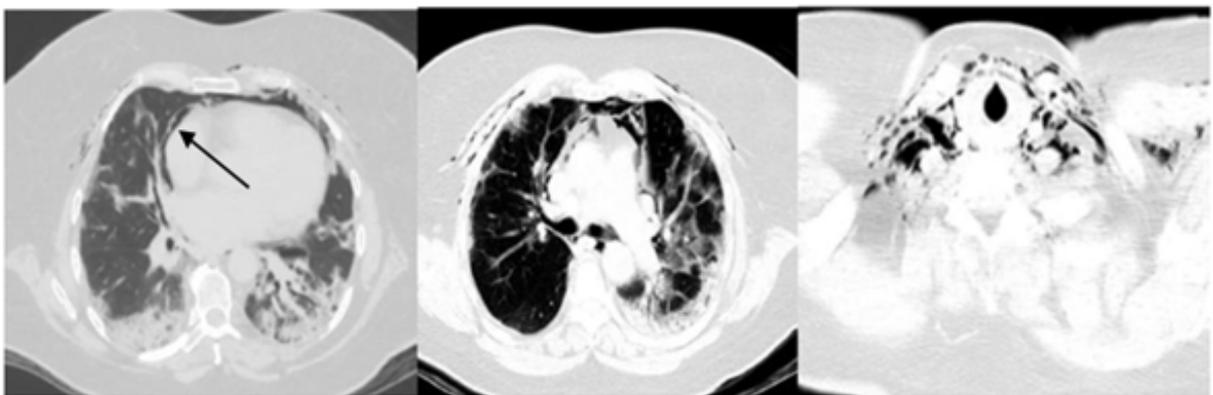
Tomografía computarizada de tórax sin contraste.
